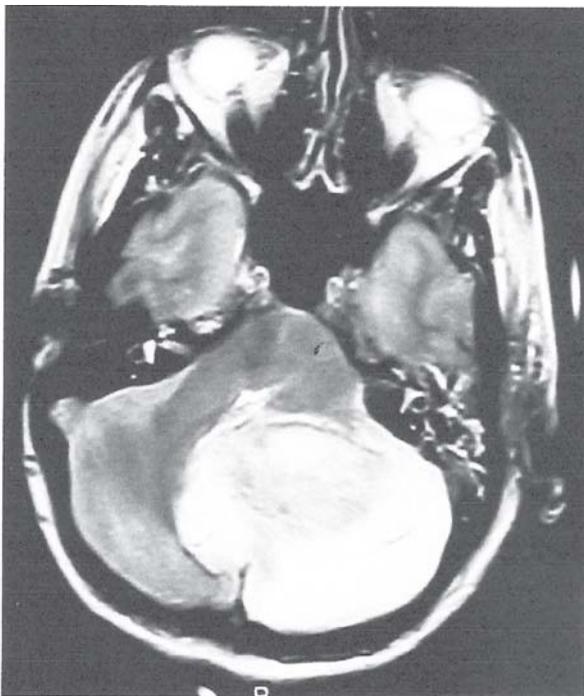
Resonancia nuclear magnética realizada al ingreso al Servicio de Emergencias. Se ve el hematoma cerebeloso que comprime las estructuras del tronco del encéfalo.
